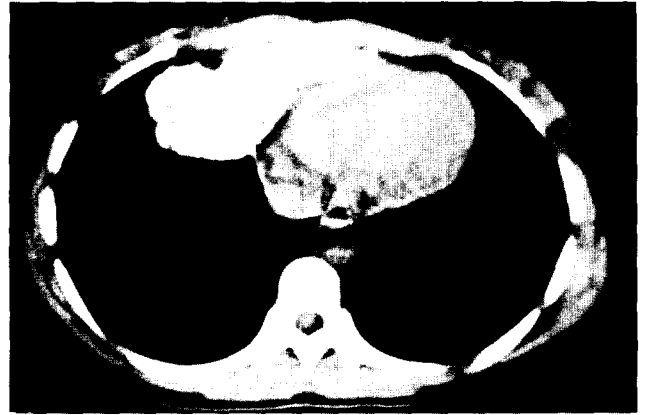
흉부전산화단층 촬영. 종격동우전방에 내부에 불규칙한 고음영을 갖는 연조직의 종괴가 보이며, 폐실질 및 심장과는 경계가 잘 유지되어 있음.
